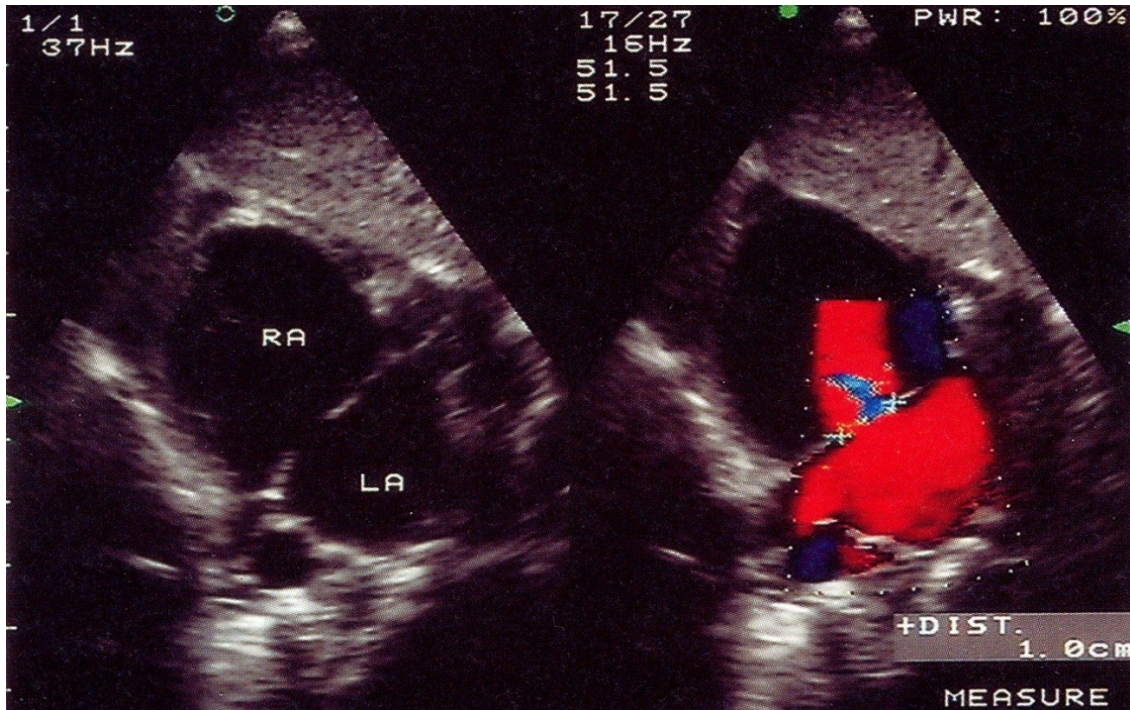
links: Echokardiogramm bei ASD II. rechts: Darstellung des Shuntflusses vom linken (LA) in den rechten (RA) Vorhof mittels farbkodierter Dopplersonographie. Der Defekt misst etwa 1cm [11].
